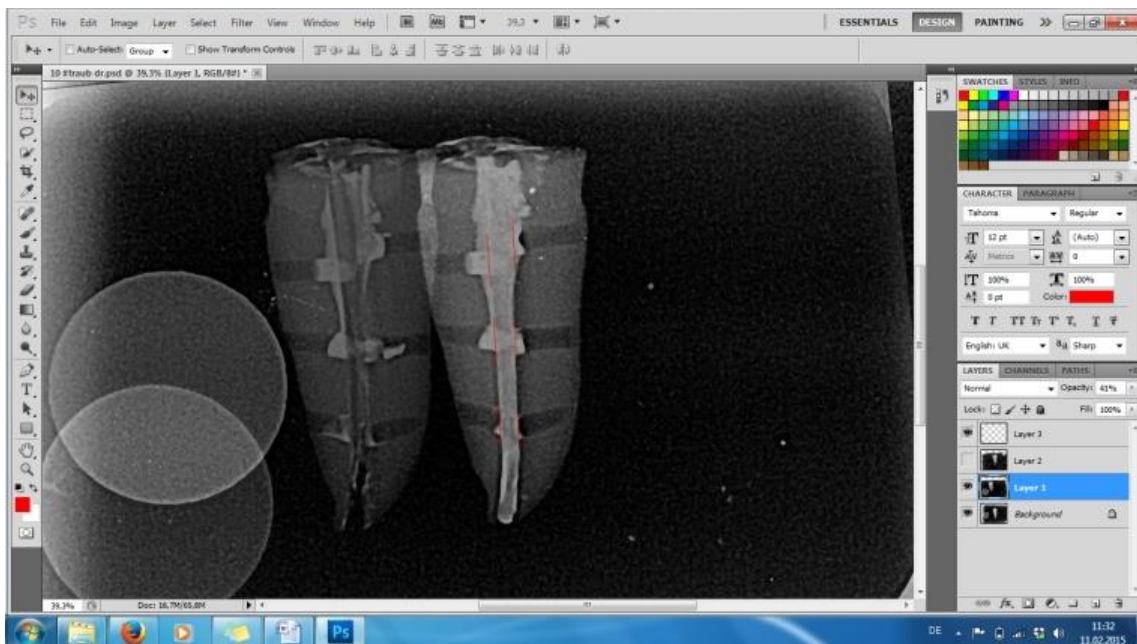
Screenshot von Photoshop: Röntgenbild nach der Wurzelkanalfüllung (rechts) sowie nach erfolgter Revision der Wurzelkanalfüllung (links)
